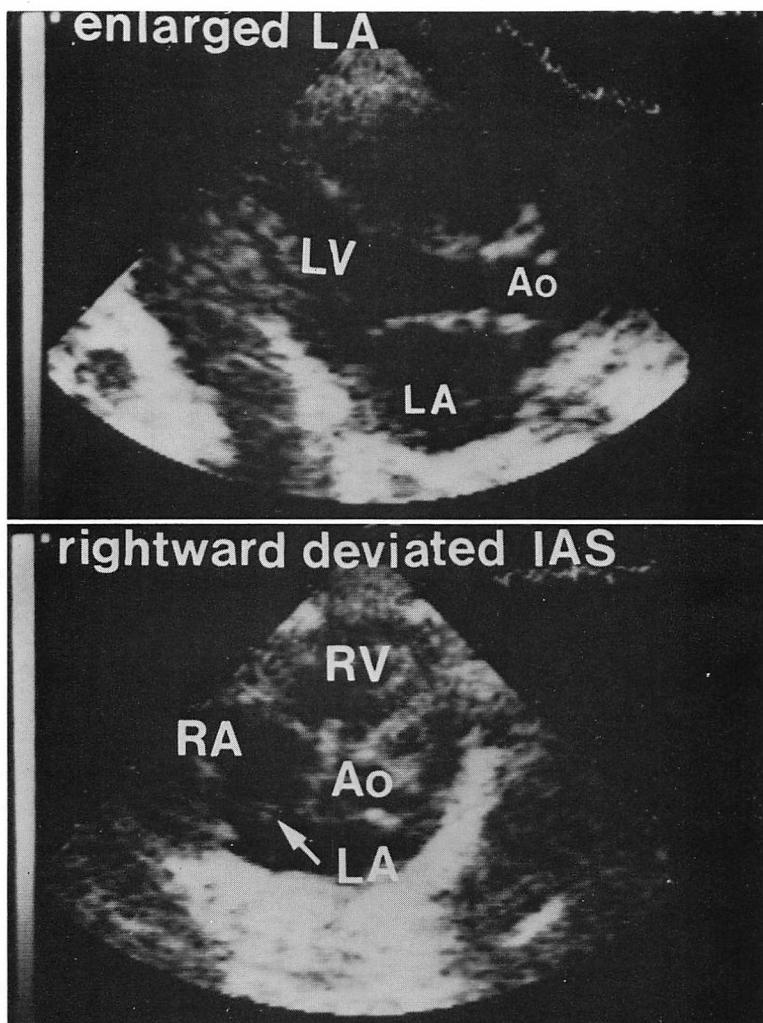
Two-dimensional echocardiograms of the parasternal long-axis (top) and parasternal 4-chamber (bottom) views in a neonate with an interatrial shunt.
